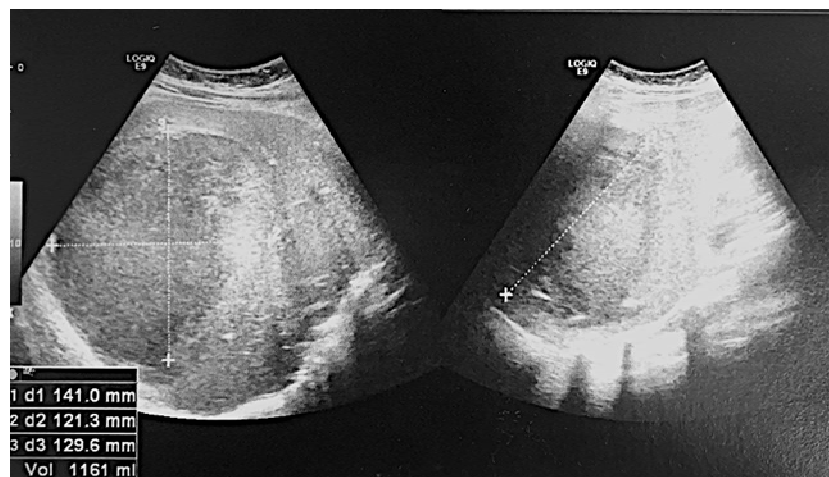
Image échographique montrant un volumineux AH de 14x12x13 cm de diamètre au niveau du segment VIII.
